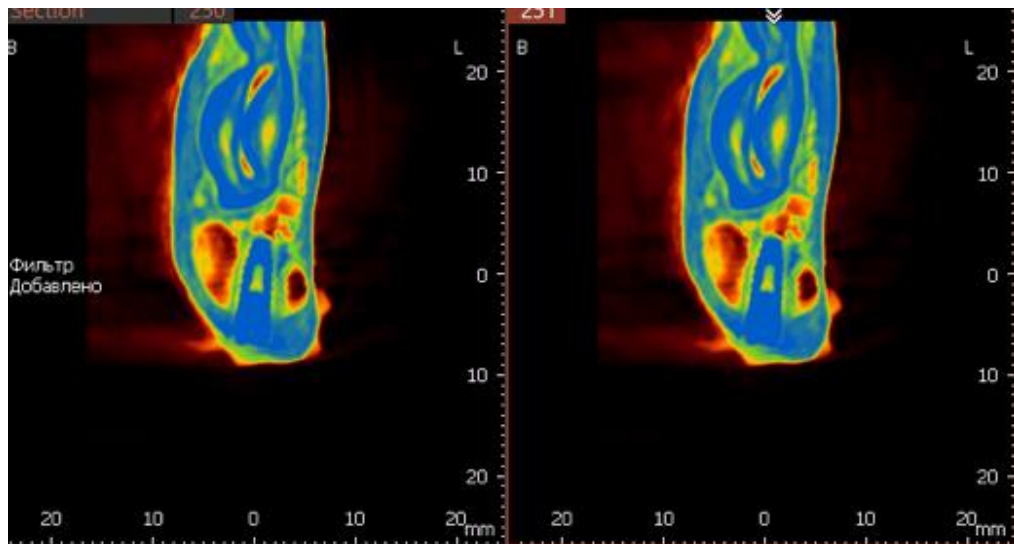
Томограмма на уровне имплантата 4.1, определяется неравномерная плотность костной ткани по периферии имплантата
